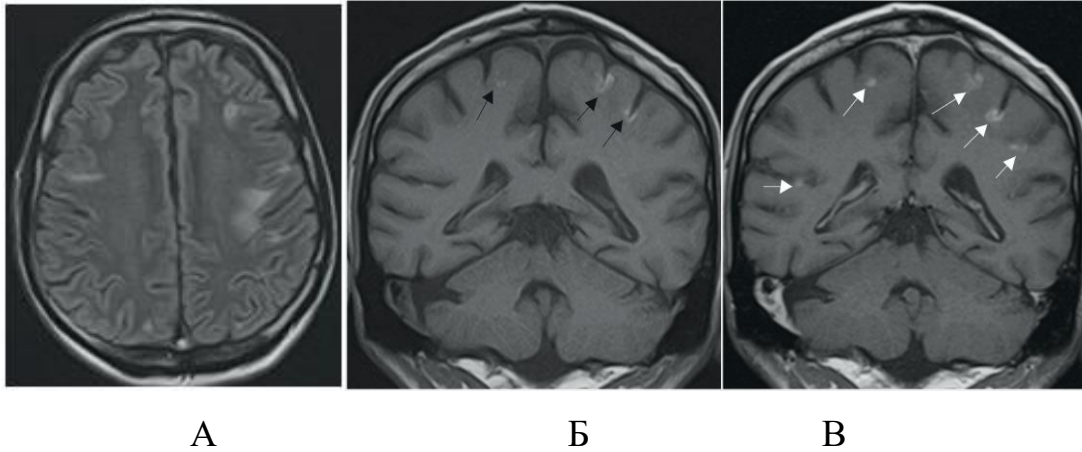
Пациент П., 35 лет, токсоплазмоз головного мозга (И/б 24825). А – FLAIR, Б - T1 ВИ, Г – T1 ВИ с контрастированием: многоочаговое поражение головного мозга с высоким МР-сигналом на нативных T1 ВИ в структуре очагов (черные стрелки), с накоплением контрастного вещества очагами (белые стрелки)
